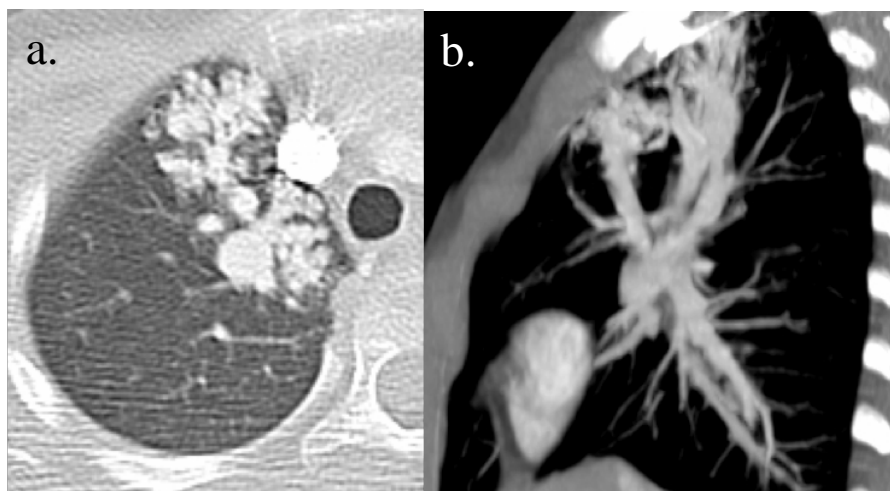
MAVP diffuse lobaire supérieure droite au TDM chez un enfant de 6 ans. (a) Coupes axiales fines. (b) Reconstruction sagittale MIP épais.
